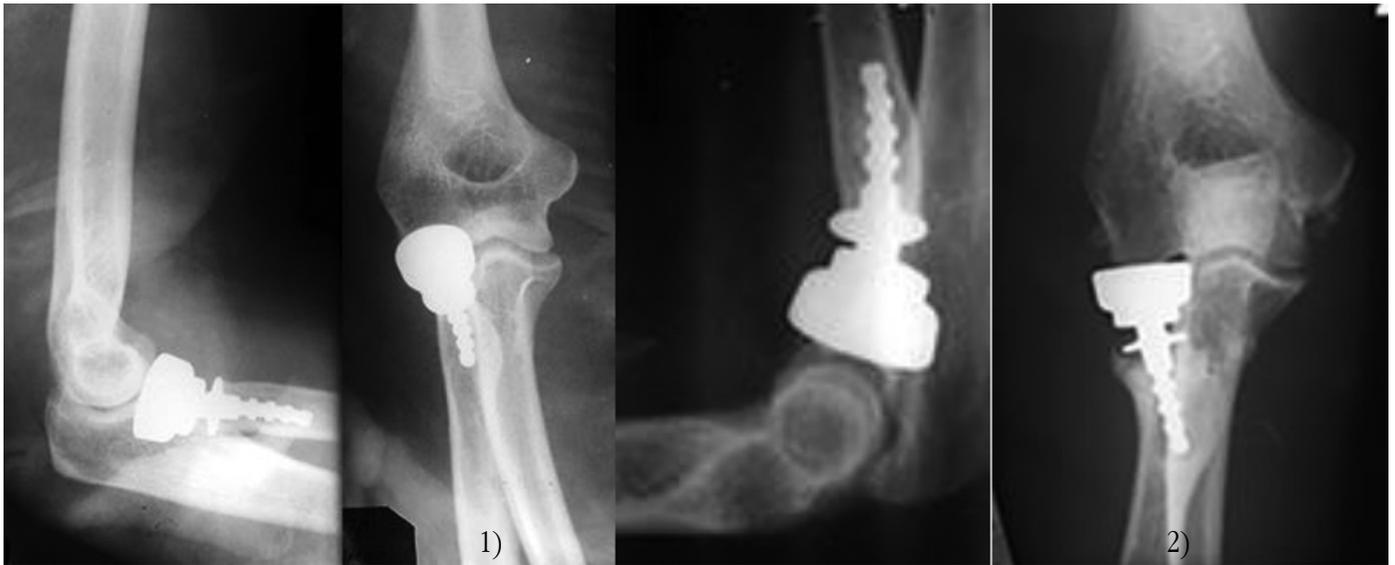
Фото рентгенограмм левого локтевого сустава пациента М.: 1) через 3 дня после операции; 2) через 12 месяцев после эндопротезирования ГЛК разработанным бесцементным биполярным эндопротезом
